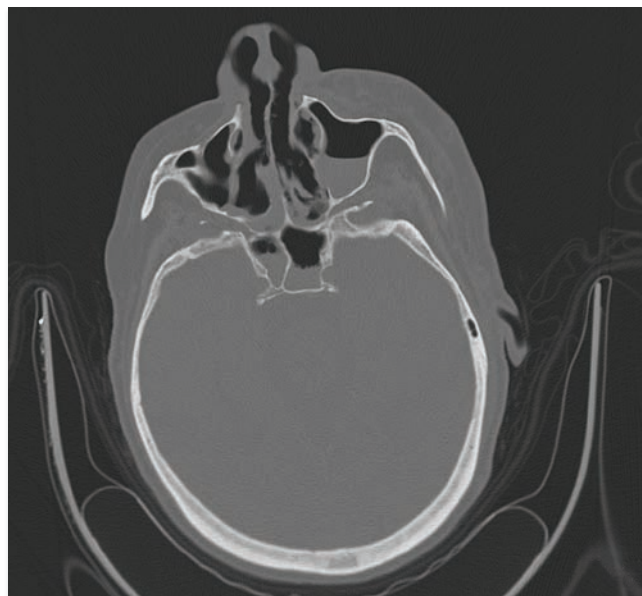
КТ придаточных пазух носа от 15.03.2021. Деструкция стенок верхнечелюстной пазухи слева. Риноцеребральный мукормикоз
